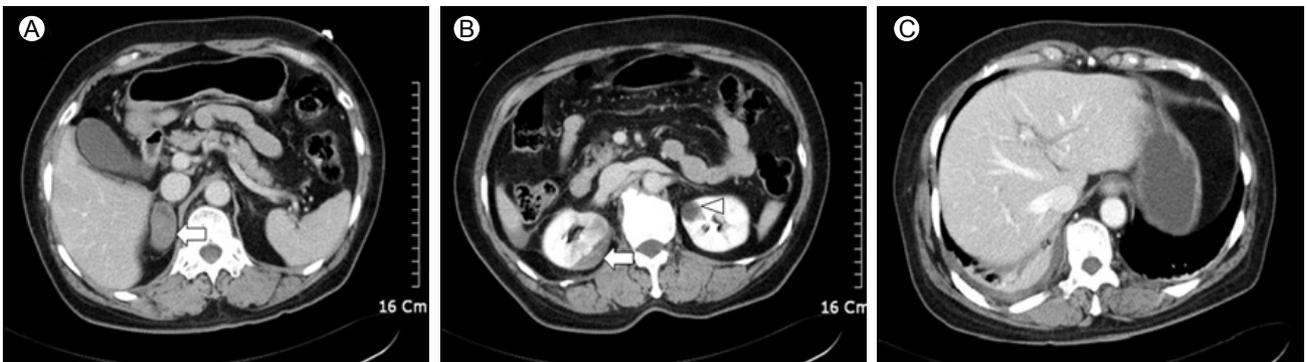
Abdominal computed tomography (CT) shows a 4-cm hematoma affecting the right adrenal gland (arrow) (A), a 1.5-cm subcapsular hematoma of the right kidney (arrow), and a simple cyst of the left kidney (arrowhead) (B). Both renal arteries are intact with no stenosis or compression by the hematoma (C).
